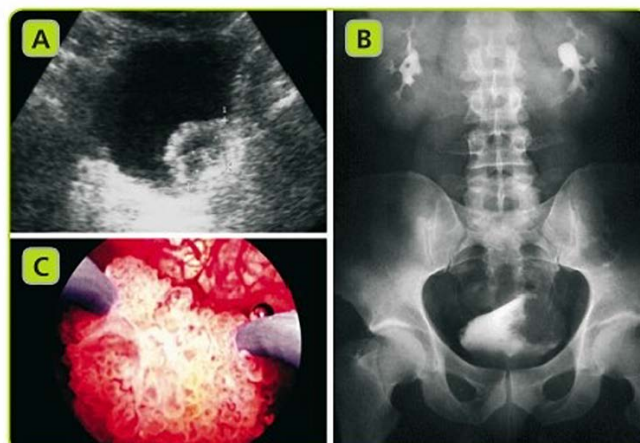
A. L'ecografia urologica consente di rilevare lesioni vescicali a crescita esofitica, ma i tumori della vescica piani possono passare inosservati. B. L'urografia mostra difetti di riempimento a livello della parete vescicale e serve a valutare anche il tratto urinario superiore. C. La visione endoscopica mediante TURB consente la diagnosi di conferma e la valutazione istopatologica della lesione.
